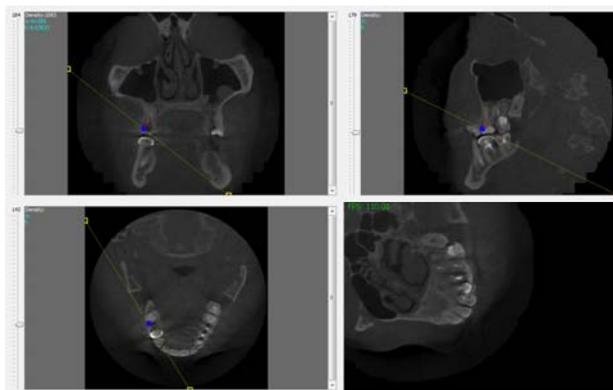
Сечение томограммы произвольной плоскостью
